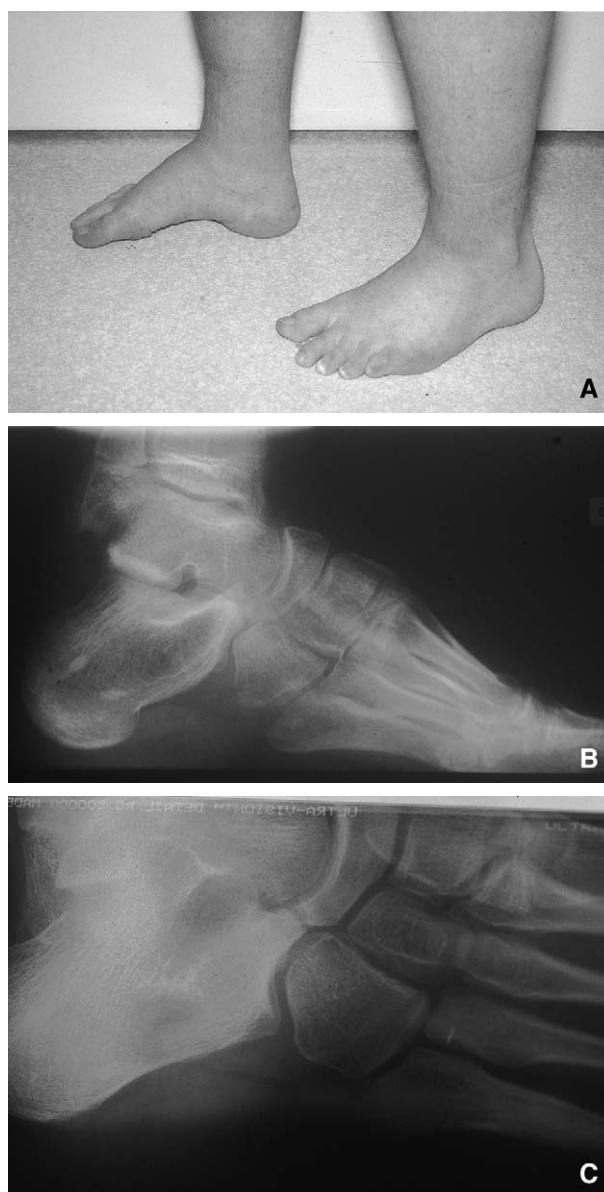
Pied creux contracturé, dans l'évolution d'une synostose calcanéonaviculaire. Aspect clinique (A) et radiographique (B) du pied creux. La synostose est mieux vue sur l'incidence en trois quarts déroulé de l'arrière-pied (C).
